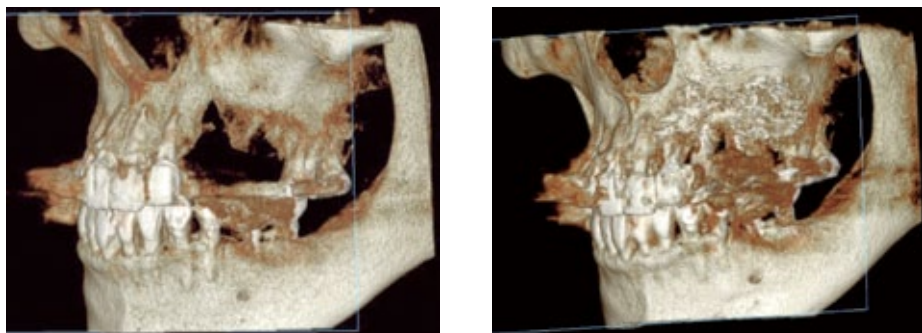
術前（左）、術後（右）の CT 像の比較。
